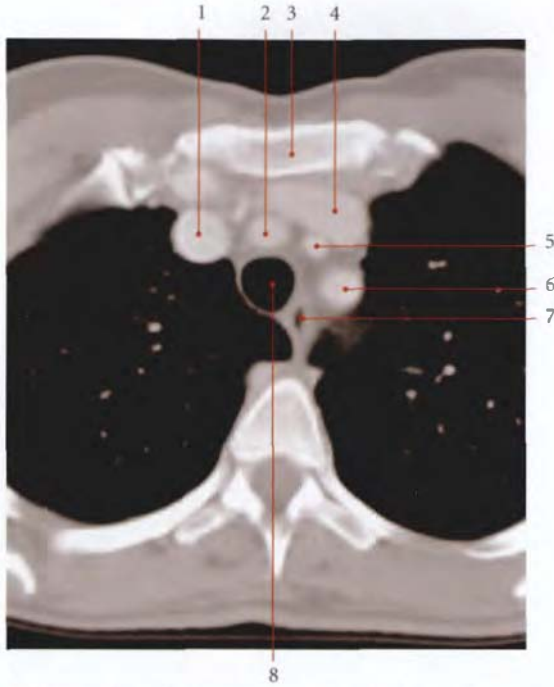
Coupe TDM axiale au niveau de T3 : vue inférieure (cliché Dr Th. Diesce)
